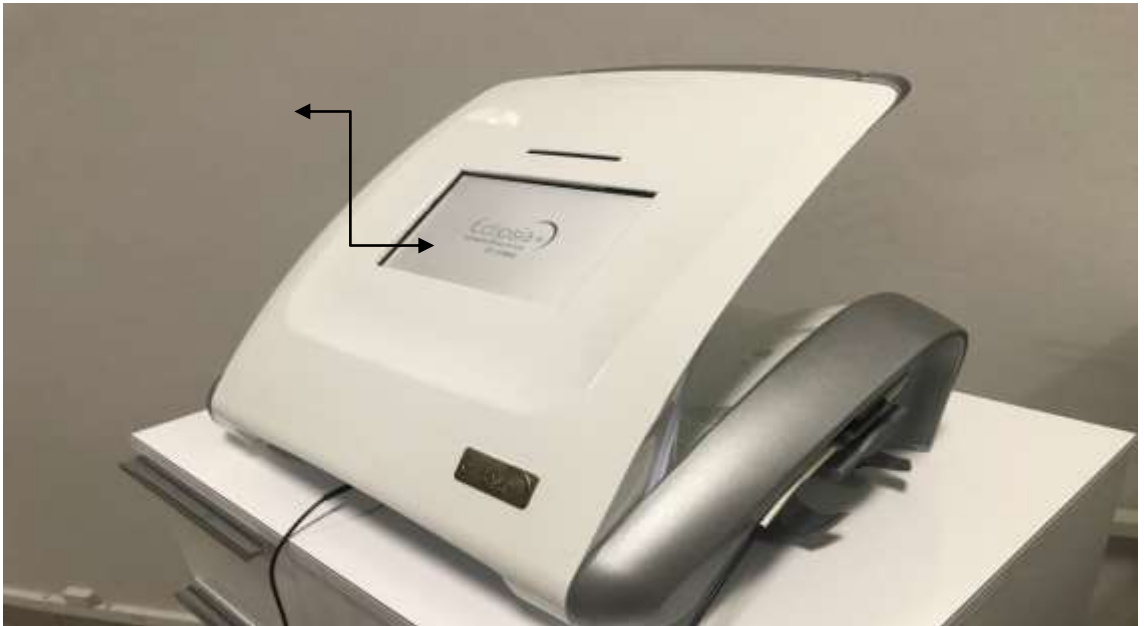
EVİM merkezinde kullanılan Doppler cihazı
